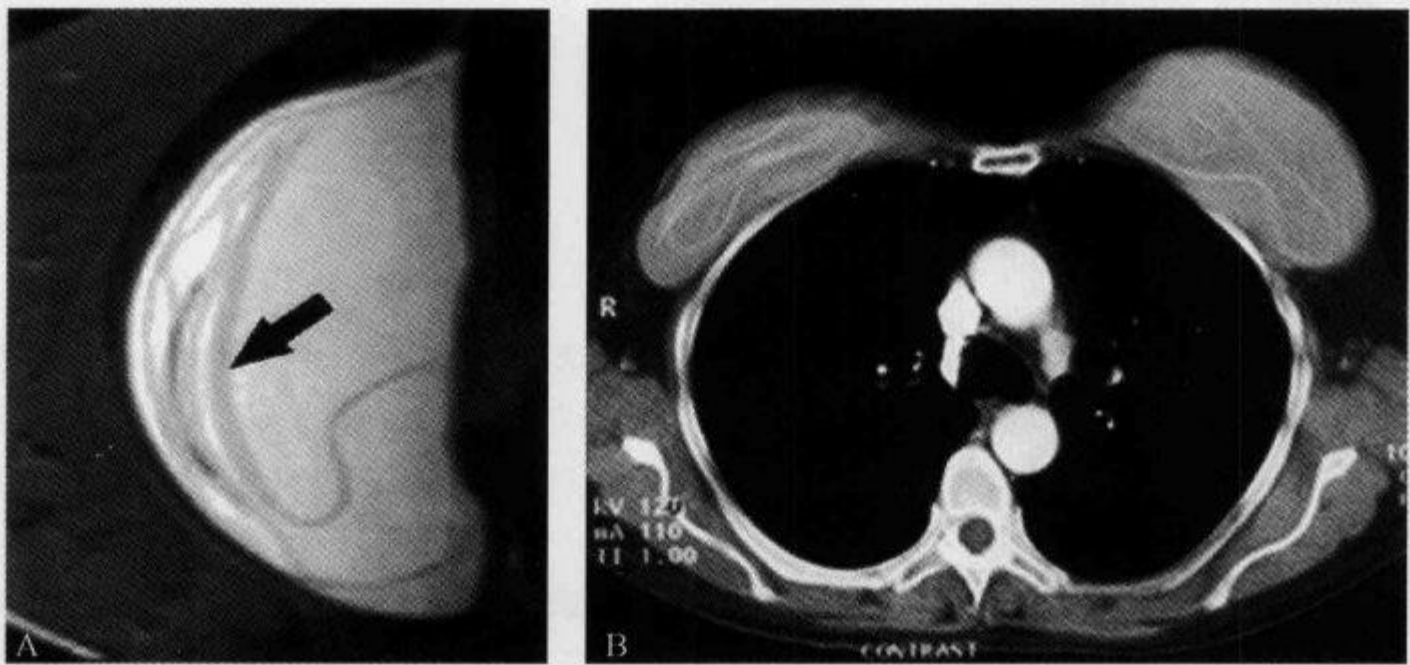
T₂WI MRI 及 CT 扫描示“扁面条征”
